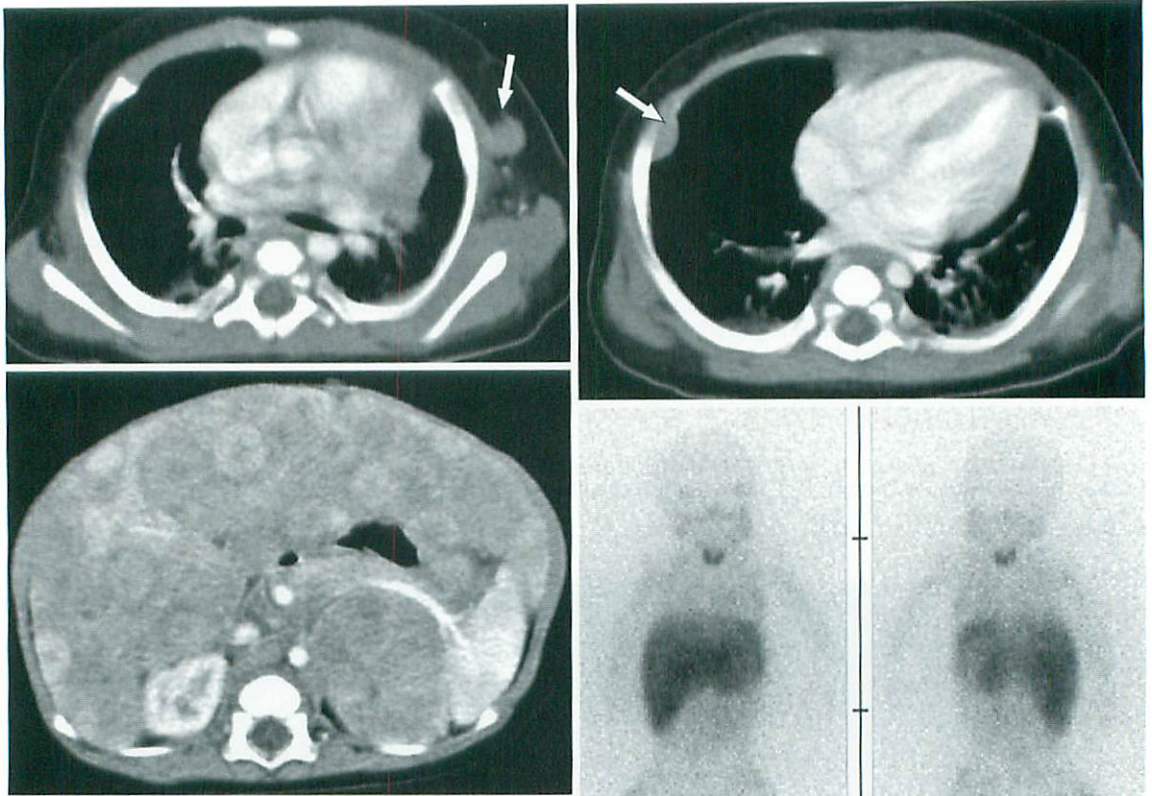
Computed tomography of thorax (a, b) and upper abdomen (c) show left adrenal neuroblastoma with numerous liver metastases, left axillar lymph node (a : arrow) and right pleural metastasis (b : arrow). ¹²³I-MIBG scintigraphy (d) shows multiple skeletal metastases of both lower extremities and liver metastasis. There is very fine accumulation in the left axilla, but it is difficult for detection of the right pleural lesion.
